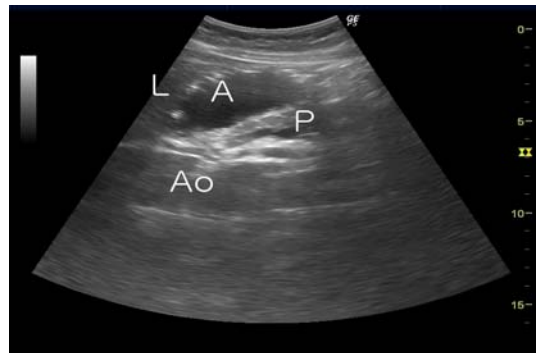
Ultrasonographic image of cross-sectional area of gastric antrum in sagittal view (measured after ingestion apple juice).
